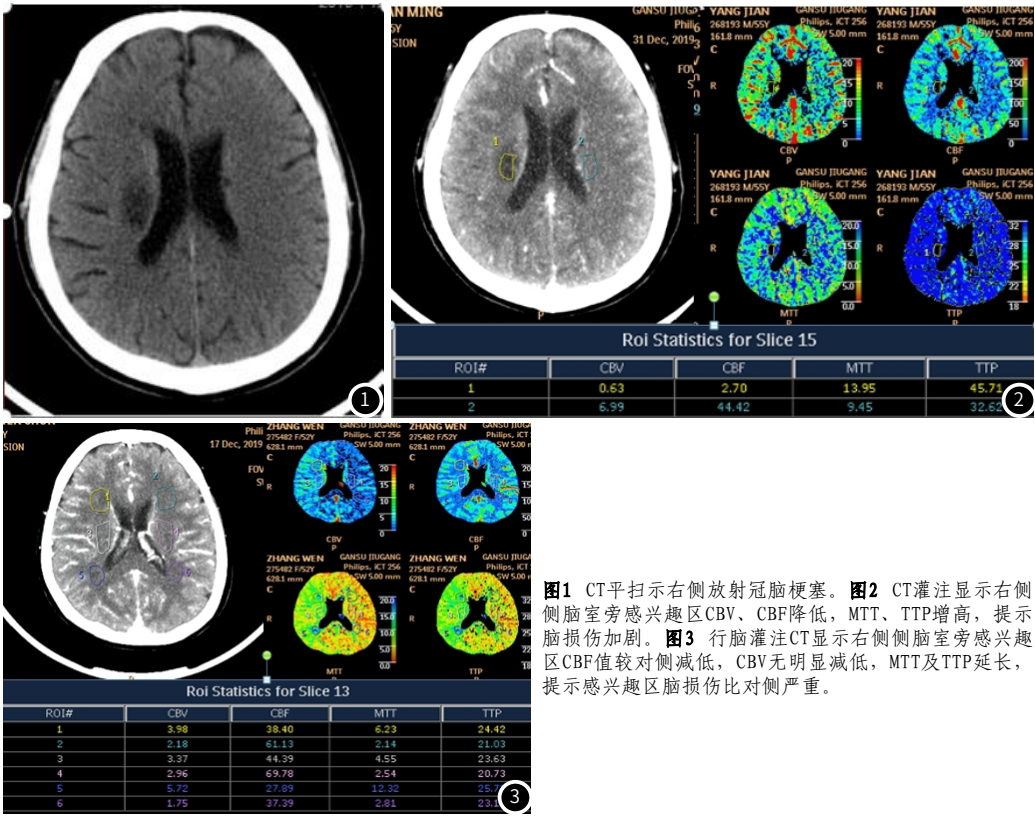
CT平扫右侧放射冠脑梗塞。图2 CT灌注显示右侧侧脑室旁感兴趣区CBV、CBF降低,MTT、TTP增高,提示脑损伤加剧。图3 行脑灌注CT显示右侧侧脑室旁感兴趣区CBF值较对侧减低,CBV无明显减低,MTT及TTP延长,提示感兴趣区脑损伤比对侧严重。
